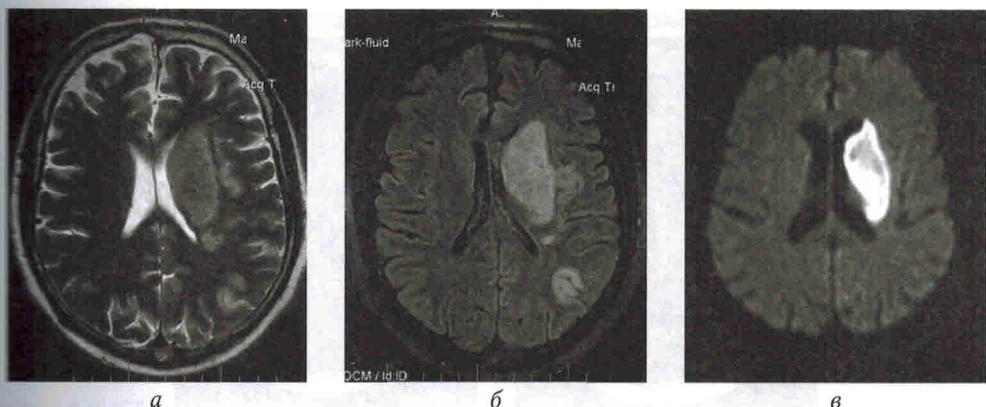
МРТ головного мозга. МР-признаки ишемического инсульта в бассейне левой средней мозговой артерии в режимах Т2 (а), T1RM (б), диффузионно-взвешенном (в)
